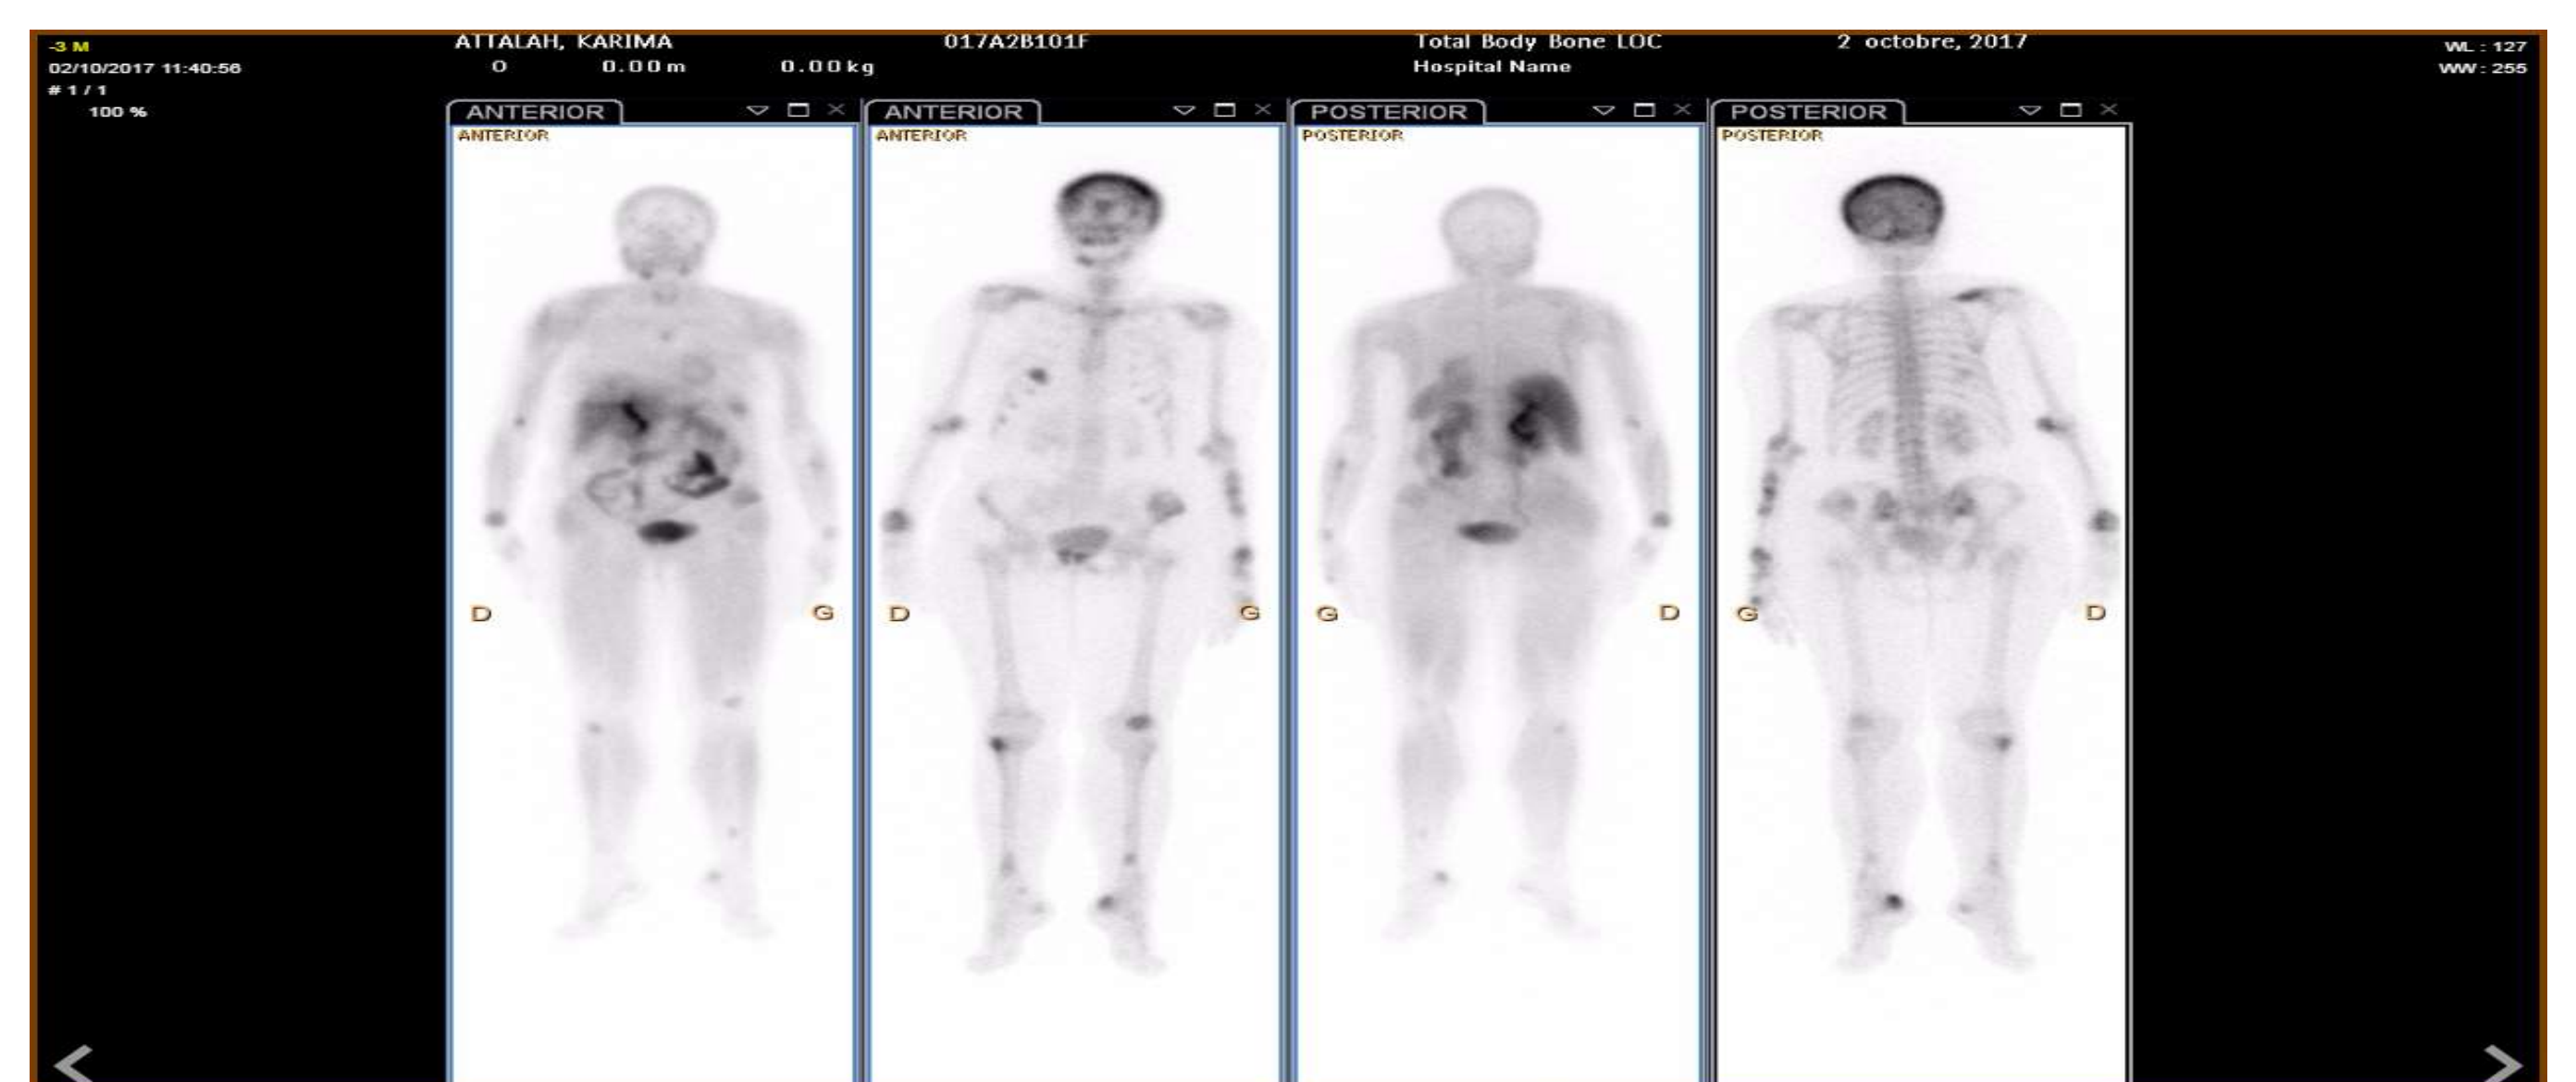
balayage corps entier au MIBI et une scintigraphie osseuse montrant les tumeurs brunes
